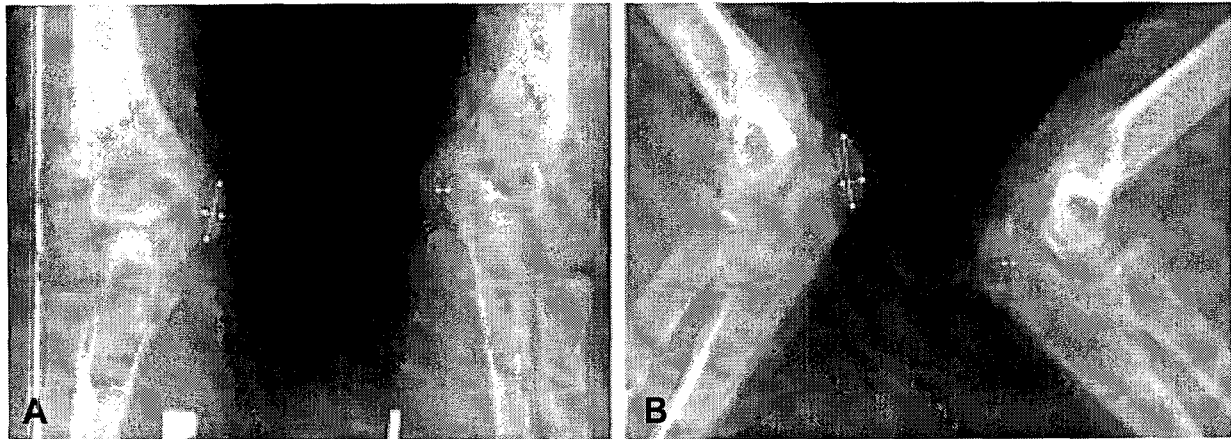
Size of medial epicondyle and olecranon apophysis were measured radiographically length by width and apophyseal separation was measured by its radiolucent width.
